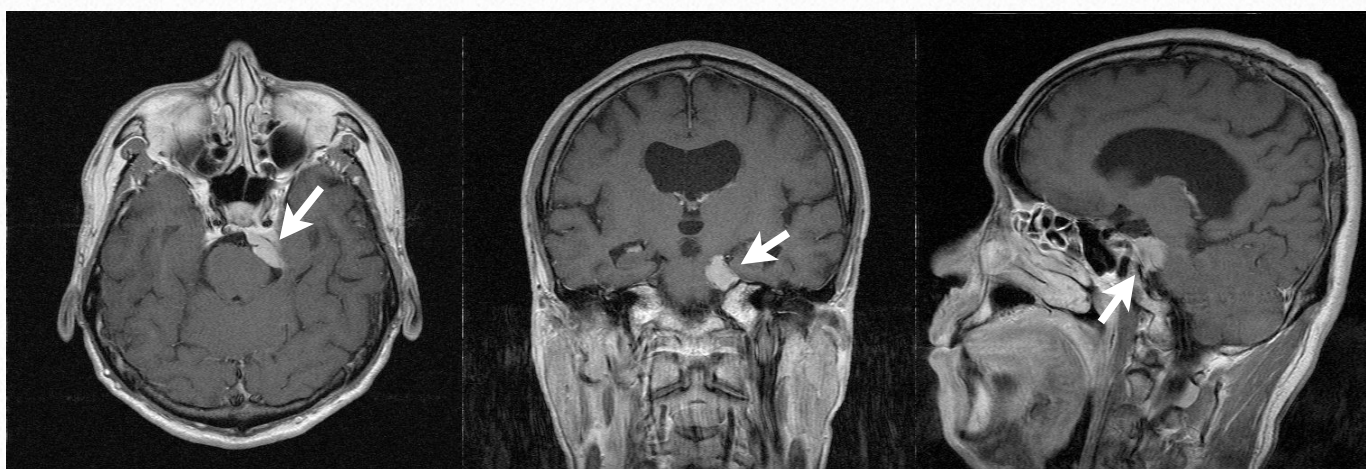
症例9・術前頭部MRI：頭部MRI T1WI Gdでは、左椎体骨先端部に均一に造影される腫瘍が認められる（→）。腫瘍は内側に伸展し橋を圧迫していた。
